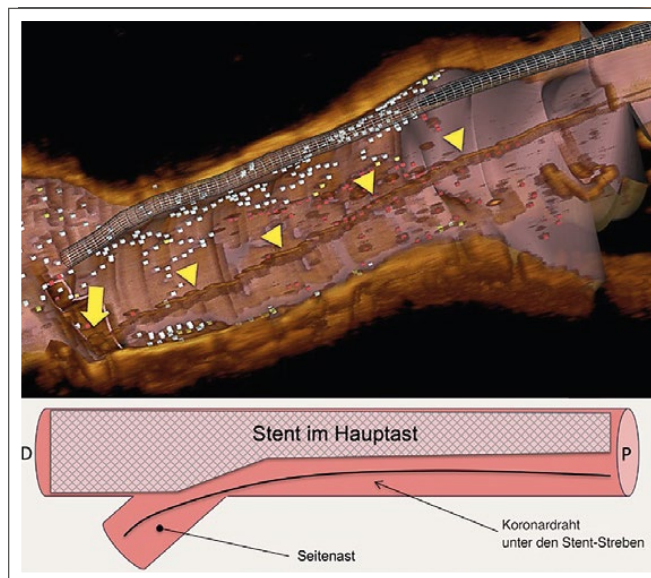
Stent-Optimierung mittels intrakoronarer Bildgebung: schwere Malapposition während Bifurkationsbehandlung. Optische Kohärenztomographie (OCT) mit 3D-Rekonstruktion eines schwerst malapponierten Stents aufgrund einer ungewollten Drahtlage unter den Stent-Streben. Der kaum entfaltete Stent ist am oberen Gefäßrand dargestellt. Die gelben Pfeilköpfe zeigen den Draht, der nicht im Lumen des Stents gelegen ist. Dies kann geschehen, wenn man nach erneuter Sondierung eines Seitenastes (Seitenast-Ostium: gelber Pfeil) über den im Hauptast bereits eingelegten Stent nicht in das Lumen des Stents, sondern aufgrund einer vorbestehenden Malapposition neben den Stent sondiert. Wird nachfolgend über diesen Draht eine Dilatation in den Seitenast hinein durchgeführt, führt dies zu einer Kompression des Stents gegen die Gefäßwand, ohne dass man dies angiographisch bemerken würde. Dies ist ein idealer Nährboden für eine spätere Stent-Thrombose (D: distal; P: proximal).
